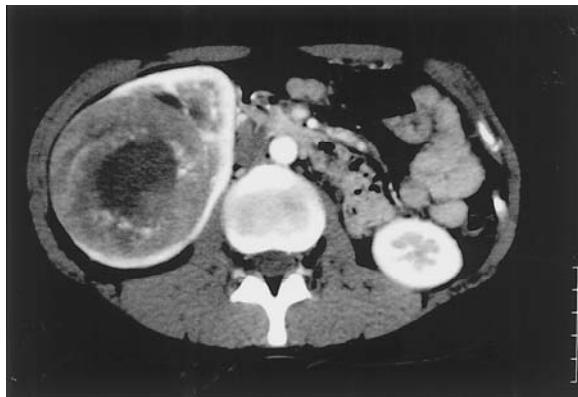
Enhanced CT scan revealed a huge renal mass at the right kidney.
